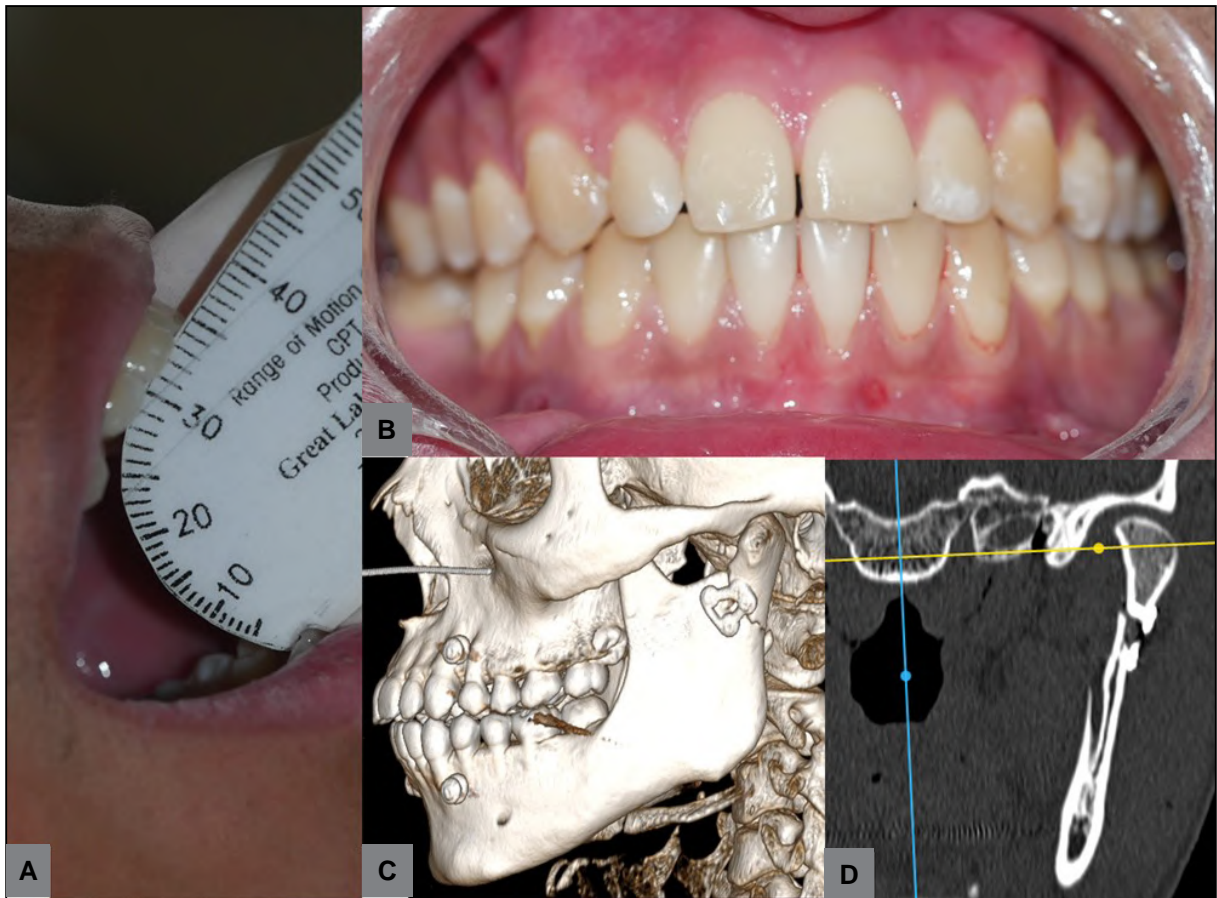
A: Apertura posquirúrgica. B: Oclusión posquirúrgica. C: TC volumétrica posquirúrgica. D: Corte coronal de TC posquirúrgica con material de osteosíntesis.
